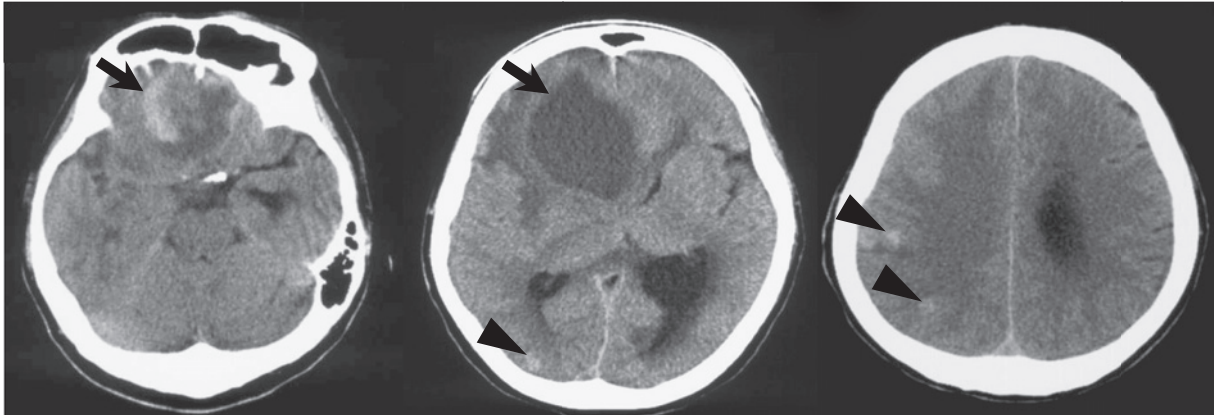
Brain CT findings on admission. A brain CT scan revealed a low-density 6×6 cm mass shadow with surrounding edema of the right frontal lobe (arrows) (left, middle), and multiple high-density nodules in bilateral cerebral cortices (arrowheads) (right).
